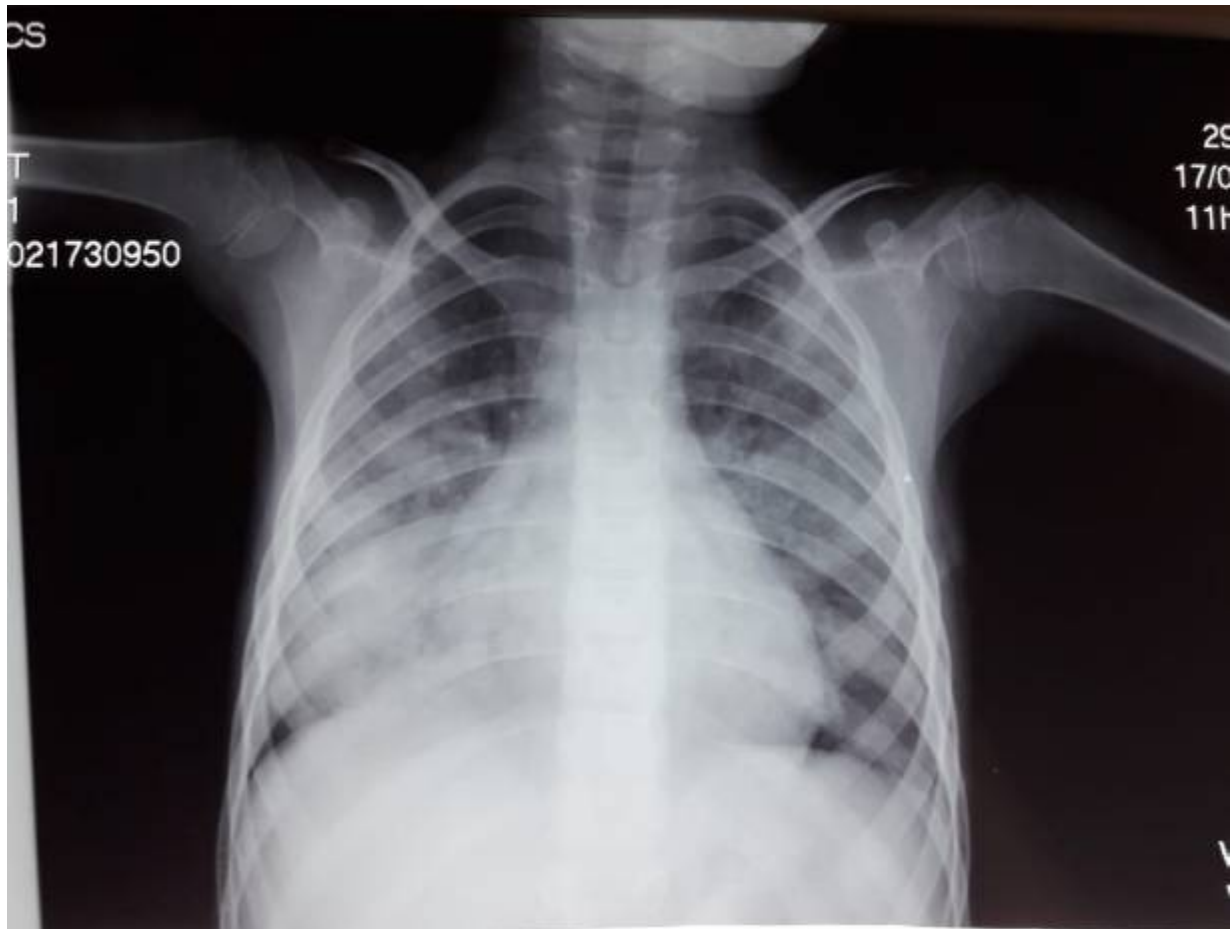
Image de radiographie thoracique de face montrant un syndrome interstitiel diffus bilatéral prédominant au niveau basal du champ pulmonaire droit en rapport avec une hémosidérose pulmonaire idiopathique.
